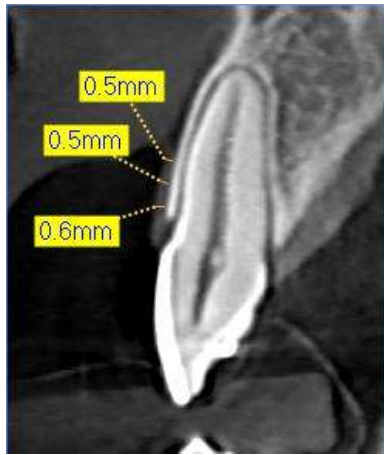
Измерение толщины кератинизированной прикрепленной десны на сагиттальном срезе компьютерной томограммы в проекции зуба 1.1
